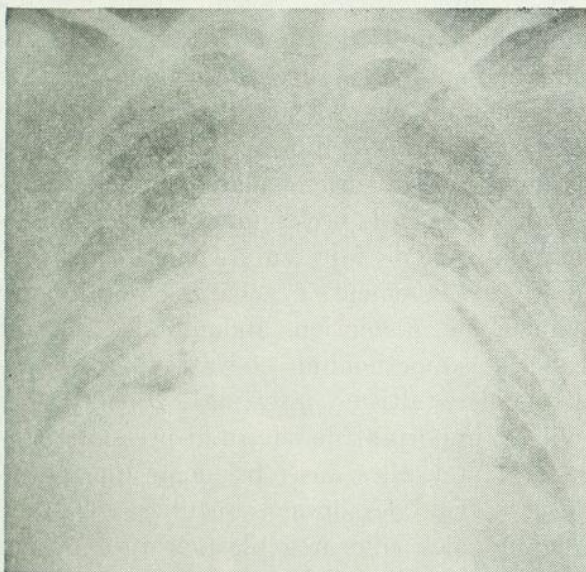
Cette radiographie montre l'infiltration par plages diffuses aux deux bases pulmonaires, chez la deuxième patiente (fig. 6). Les radiographies antérieures sont normales.
